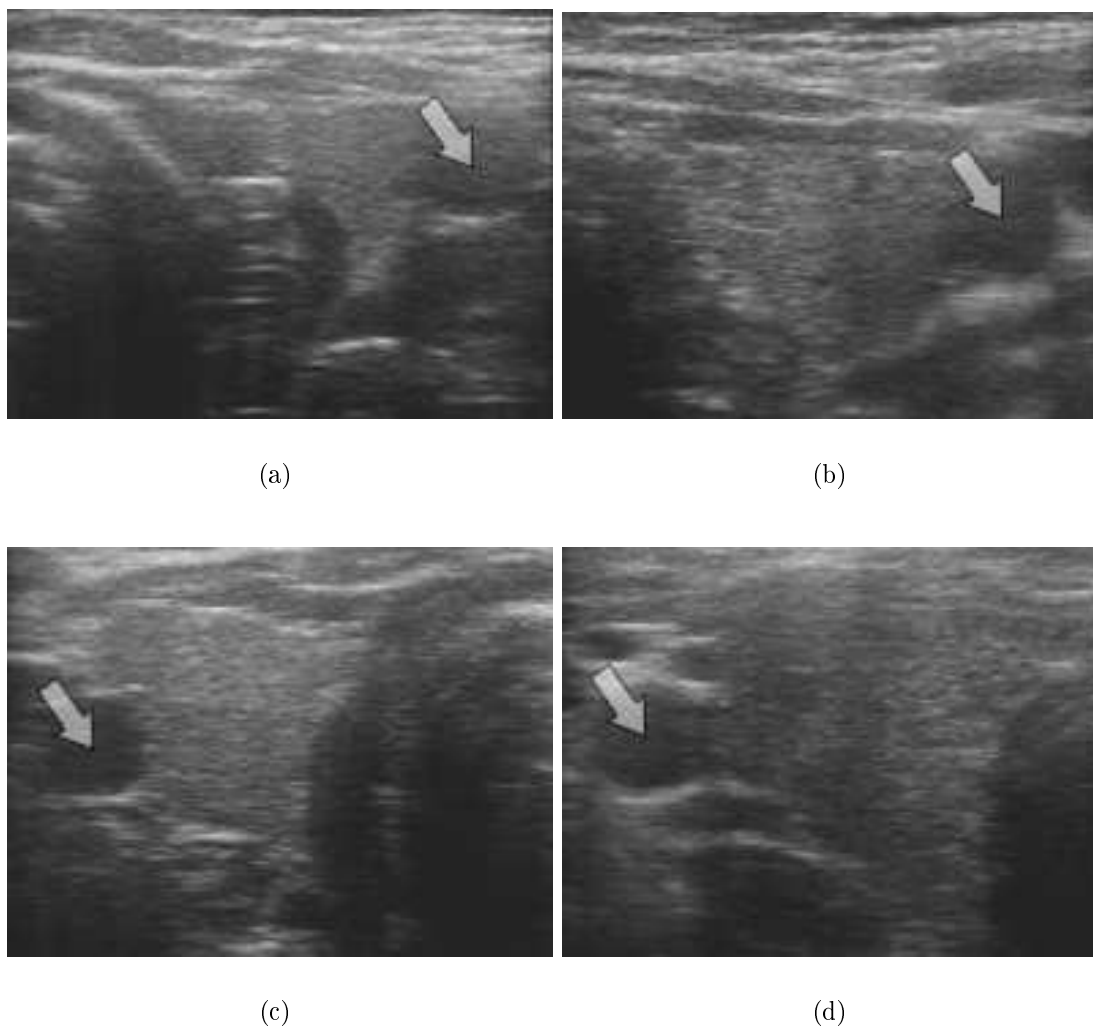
Пример изображений артерии на 3D-УЗИ (стрелками показаны найденные положения центров артерий)
